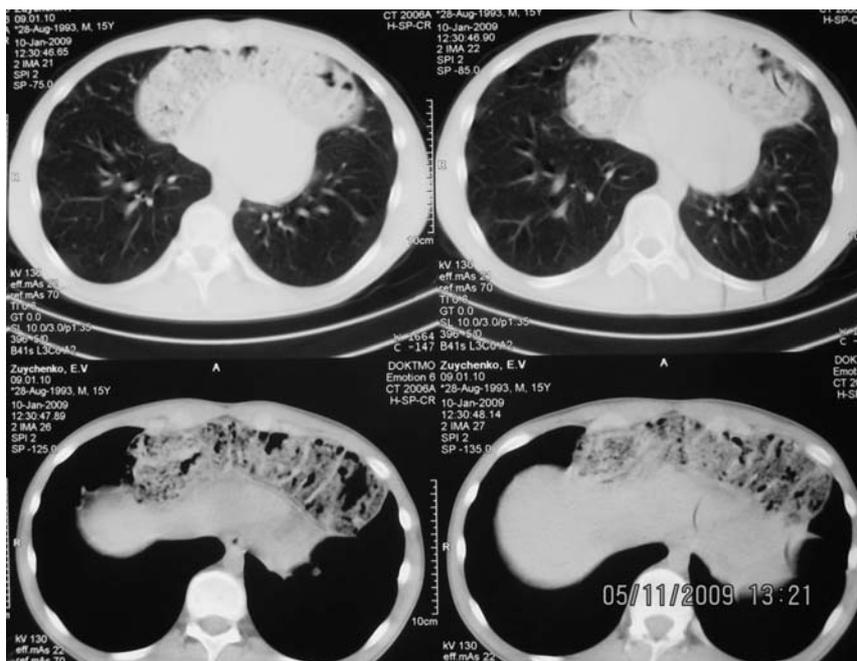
Компьютерная томограмма органов грудной клетки. Больной 3. В переднем средостении – поперечно-ободочная кишка.
